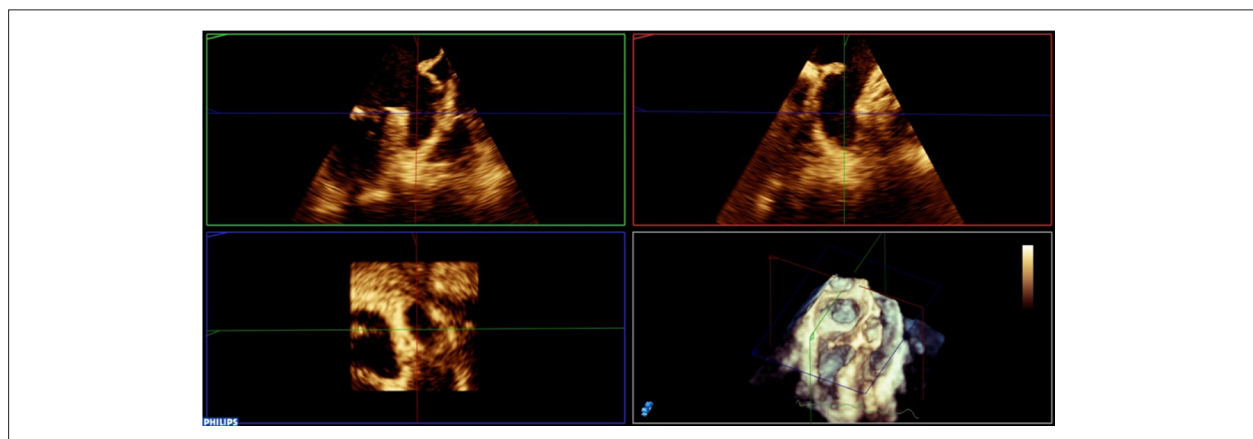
Ecocardiograma transefagógico tridimensional evidenciando o apêndice atrial esquerdo em várias projeções permitindo a avaliação de sua função contrátil.
